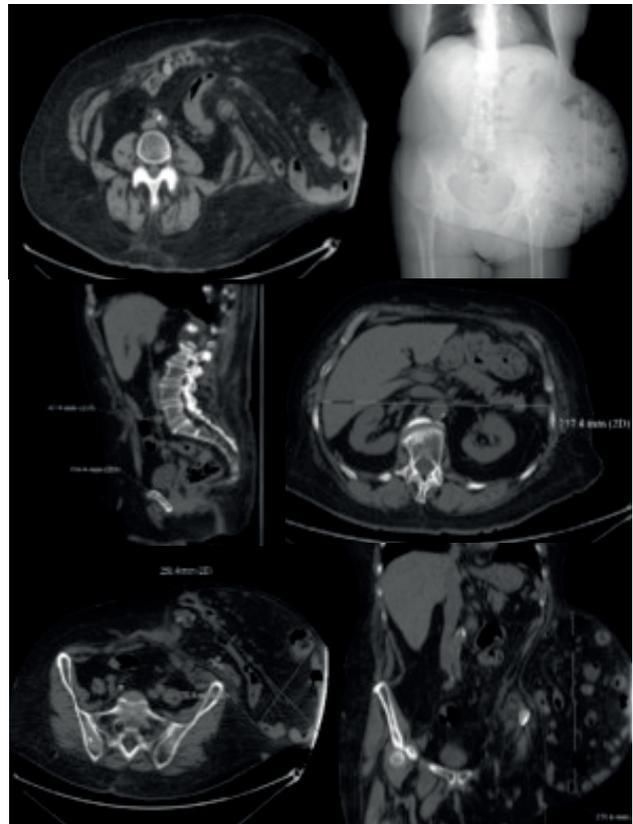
La TC informa que la hernia contiene la totalidad de asas del intestino delgado y colon, a excepción del sigma. Atrofia del músculo recto izquierdo con retracción y engrosamiento del grupo muscular lateral.
